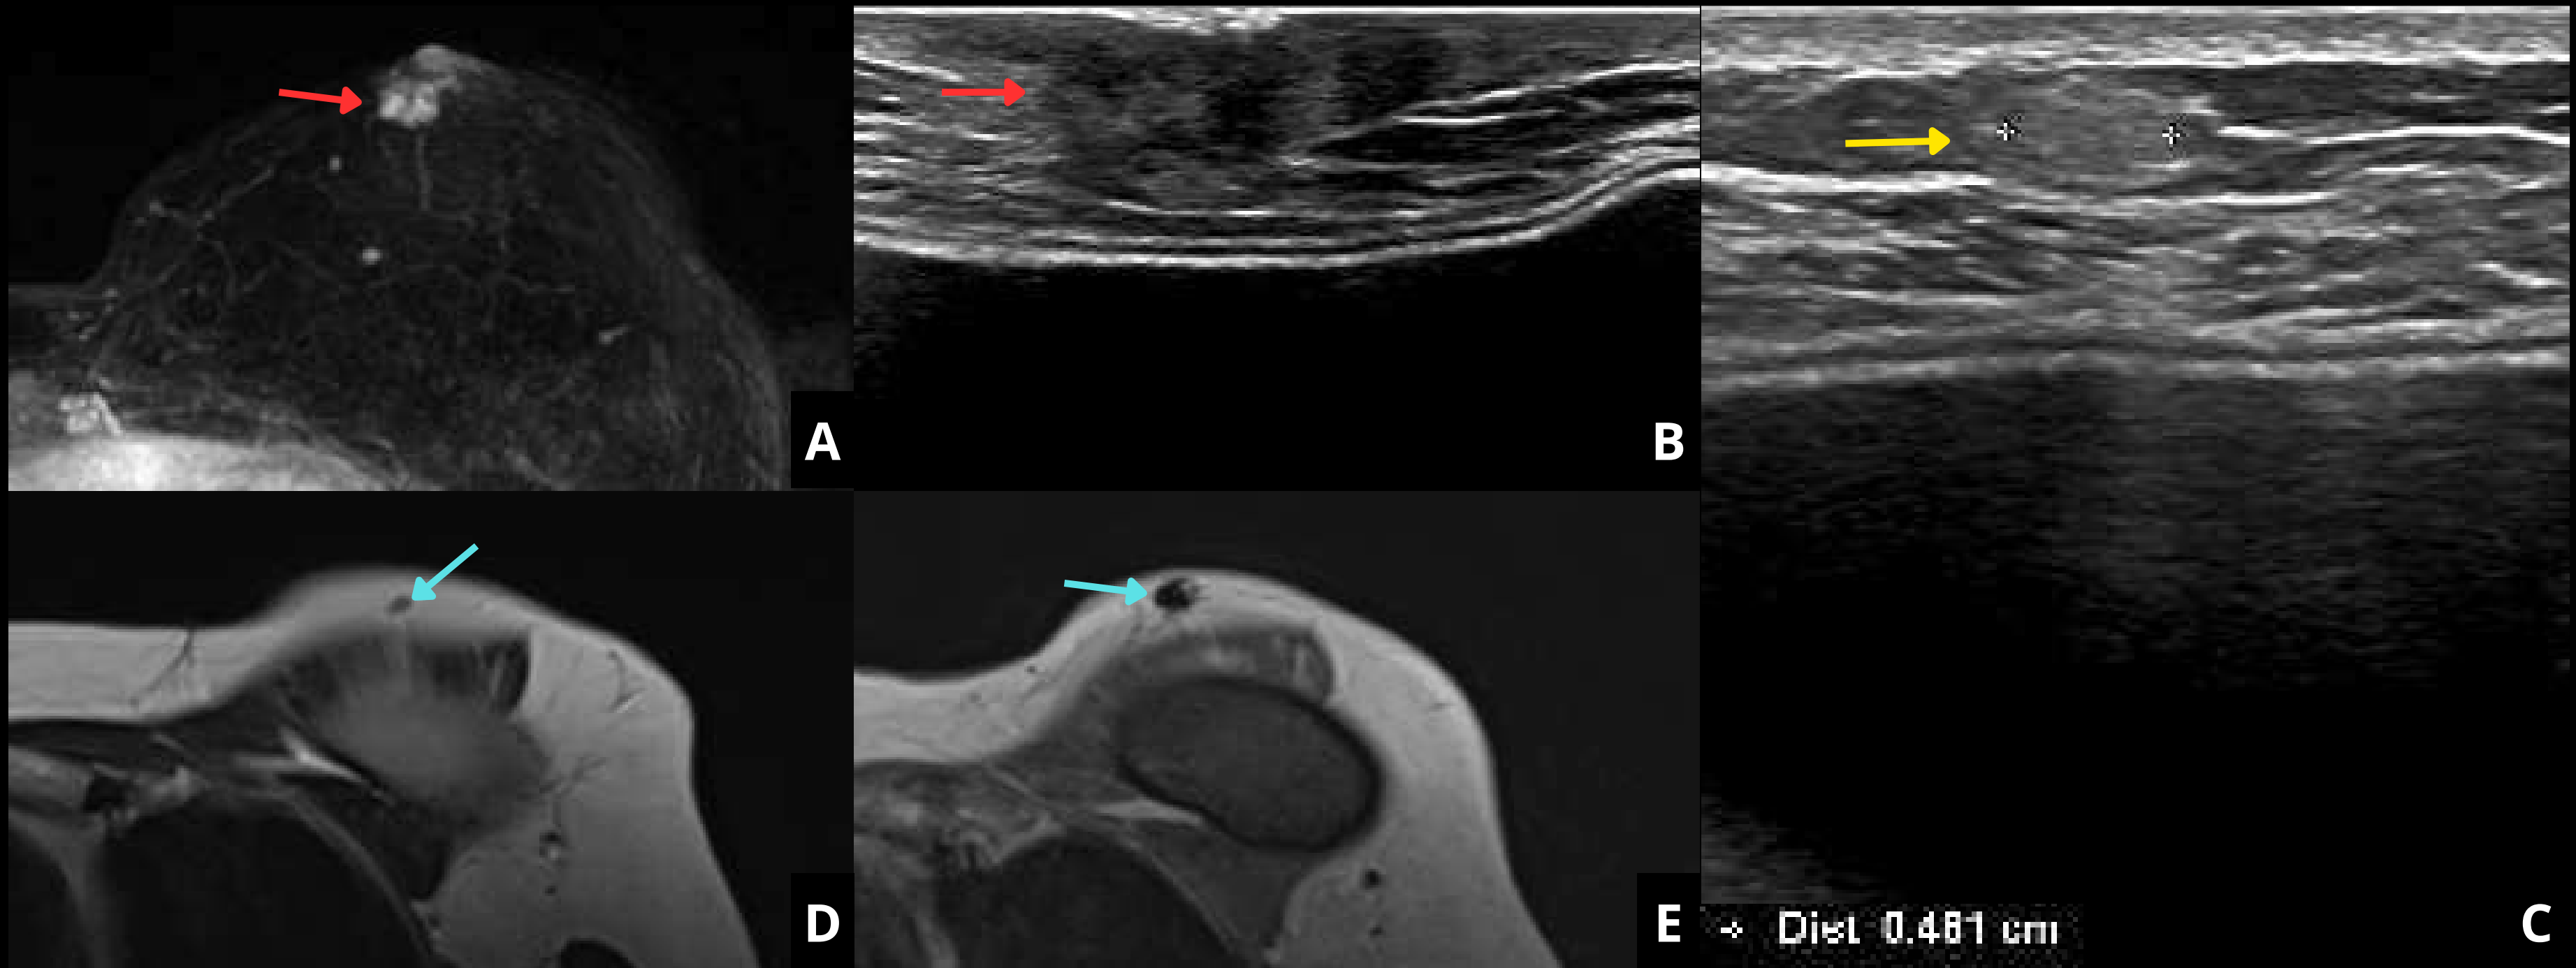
RM con contraste y ecografía de reevaluación. Se identifica el nódulo índice, de disposición retroareolar (flecha roja). En esta RM se objetivó un nódulo adicional, que en la ecografía (C), se corresponde con una lesión hiperecogénica. En las imágenes de RM posteriores se identifica el marcador colocado tras la BAG del mismo (flechas azules)
